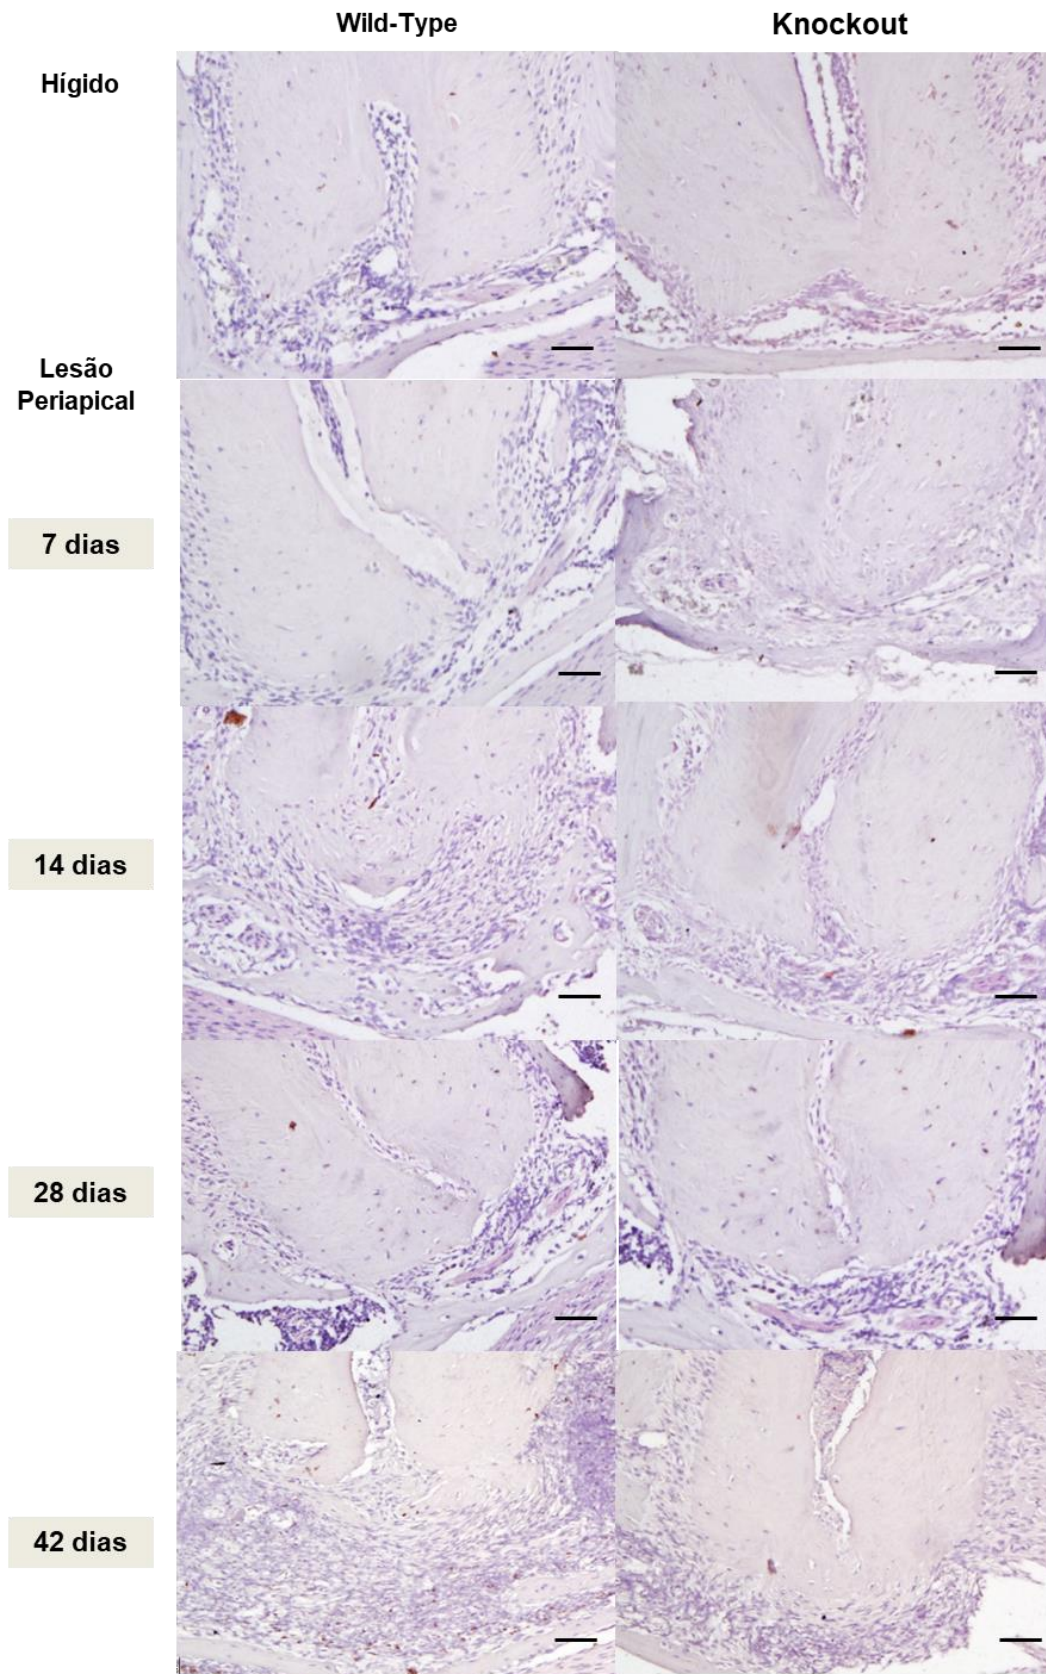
Fotomicrografias representativas de coloração imunohistoquímica para RANKL em animais *Wild-Type* e *Knockout*, com dentes hígidos ou com lesão periapical após 7, 14, 28 e 42 dias. Ampliação original 10x (escala = 100µm).
